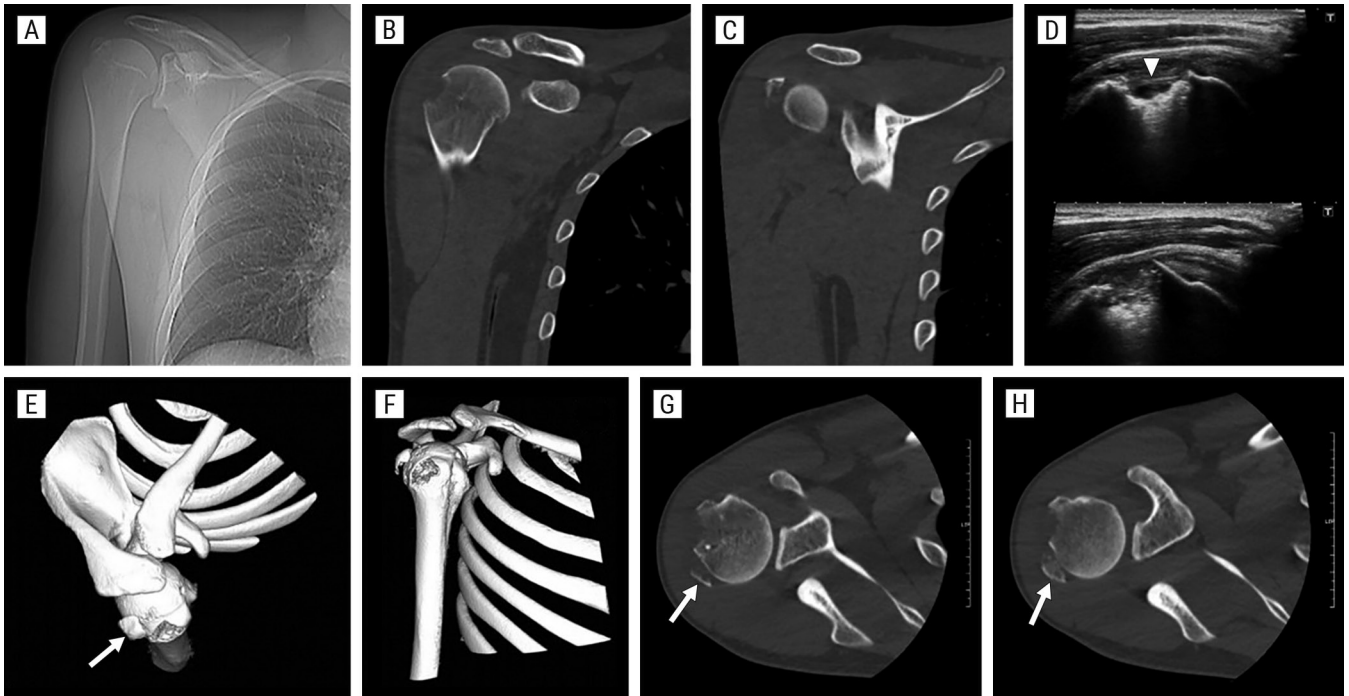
Fractura por arrancamiento del troquíter. A) Radiografía convencional AP. B-C) Cortes sagitales de TC. D) Ecografía donde puede observarse el defecto óseo (*punta de flecha*). E-F) Reconstrucciones 3D de TC. G-H) Cortes axiales donde se aprecia el fragmento óseo por arrancamiento del tendón del músculo supraespinoso (*flecha*), la posición del fragmento óseo y una mayor definición del trazo de fractura.
